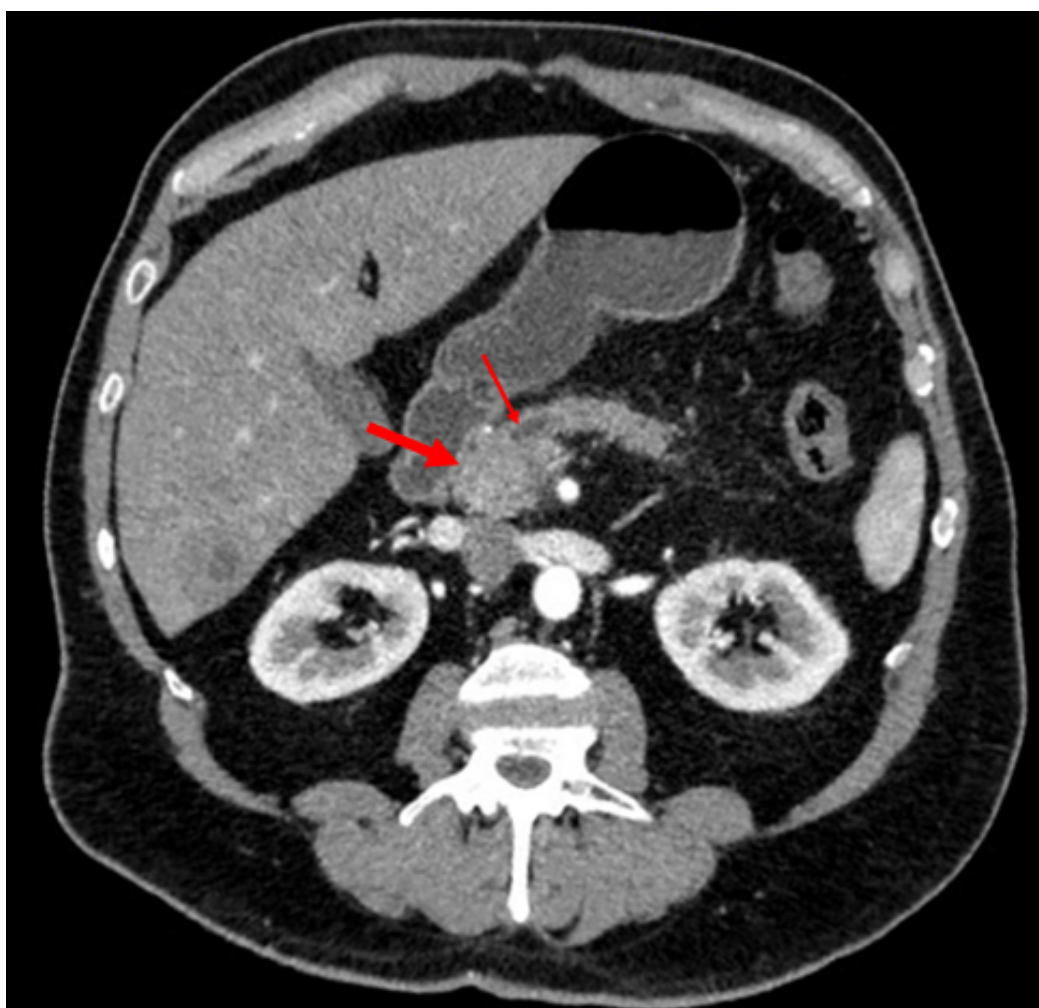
TC com contraste endovenoso em reconstrução oblíqua na fase arterial, demonstra área isovascular, mal definida, localizada na cabeça do pâncreas (seta grossa), promovendo estenose abrupta do ducto pancreático principal (seta fina).
